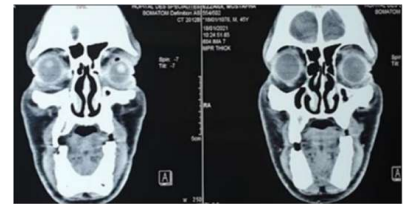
TDM massif facial, coupe coronale en post opératoire
